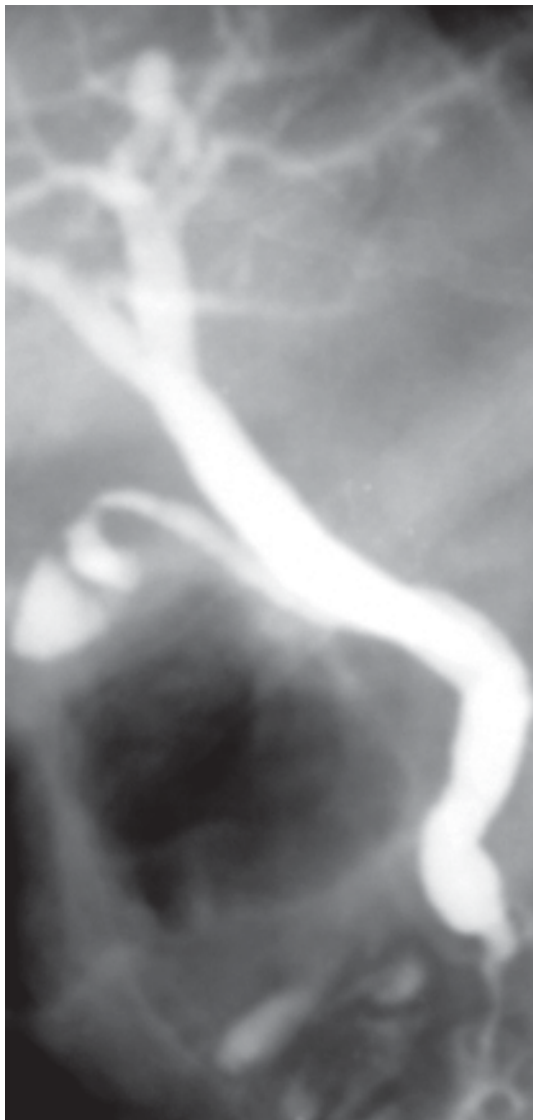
Рентгенограмма. Злокачественная инфильтрация гепатодуоденальной связки.
